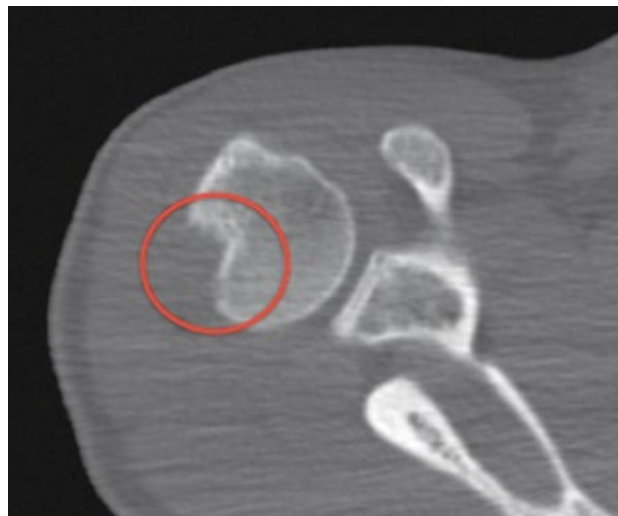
Cortes axiales de TAC óseo. Evidencia de una fractura por impactación (hundimiento) de la cabeza humeral en la región posterosuperior. Lesión de Hill-Sachs.
